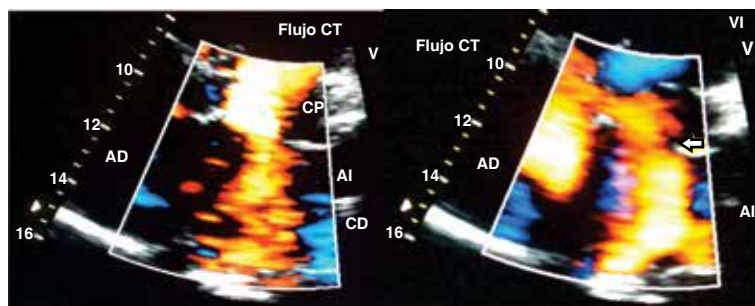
La fotografía derecha corresponde a un ecocardiograma transtorácico en una ventana apical con vista de cuatro cámaras en modo bidimensional y Doppler color donde se observa el ventrículo izquierdo (VI), la aurícula izquierda (AI), el ventrículo derecho (VD) y la aurícula derecha (AD). Se aplicó el Doppler color para observar el flujo de las venas pulmonares que llena la cámara distal (CD), que fluye después de pequeña desviación hacia el orificio de la membrana que divide el atrio izquierdo, para ascender a la cámara proximal (CP) en paralelo al *septum* interauricular verdadero. En la imagen izquierda muestra un pequeño estrechamiento el flujo Doppler color (flecha blanca) cuando la sangre pasa a través del orificio de la membrana.
